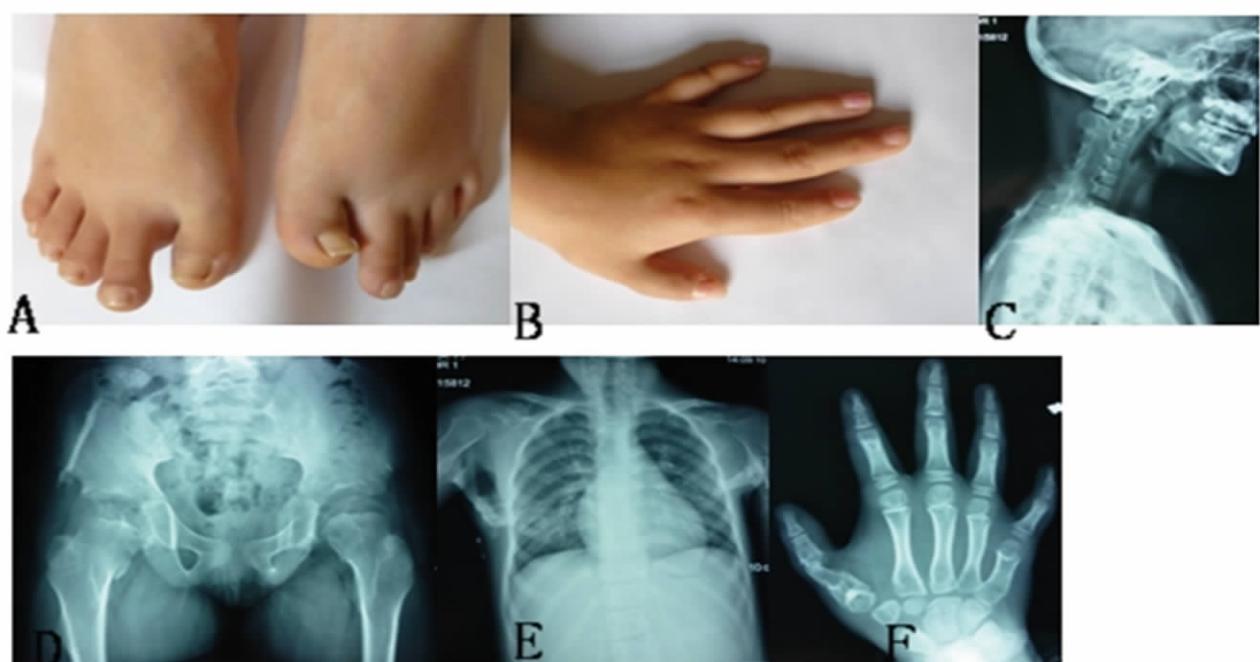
患者的临床表现:A示患者蹲趾后缩畸形;B示双手双手拇指、食指远端关节僵直,无法屈曲。C:X线示颈椎椎小关节间隙消失,背侧见条块状钙化;D腰椎及臀部见块状钙化;E胸片示双侧肩关节片状钙化影;F手部X线示拇指掌指关节间隙变窄近乎消失。
